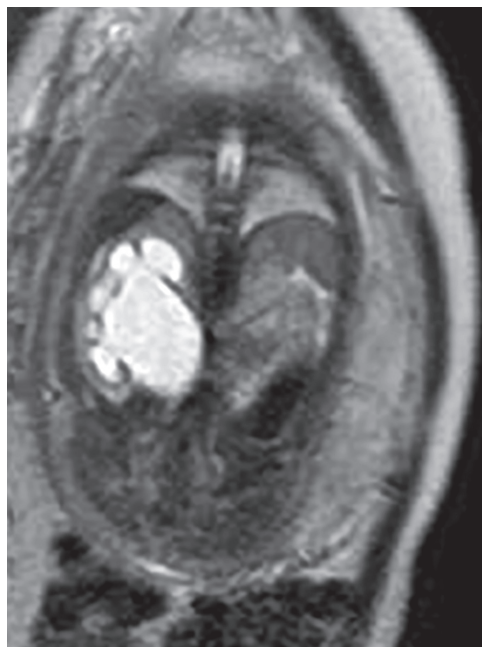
Coronal T2-weighted image shows the dilated renal pelvis and calices.
